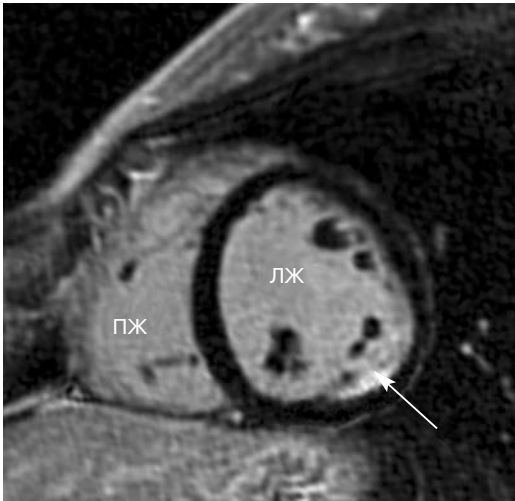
Магнитно-резонансная томограмма с отсроченным контрастным усилением, короткая ось на среднем уровне. Стрелкой указан субэндокардиальный участок, в котором происходит задержка контрастного вещества по заднебоковому сегменту при сканировании в режиме отсроченного контрастирования.
